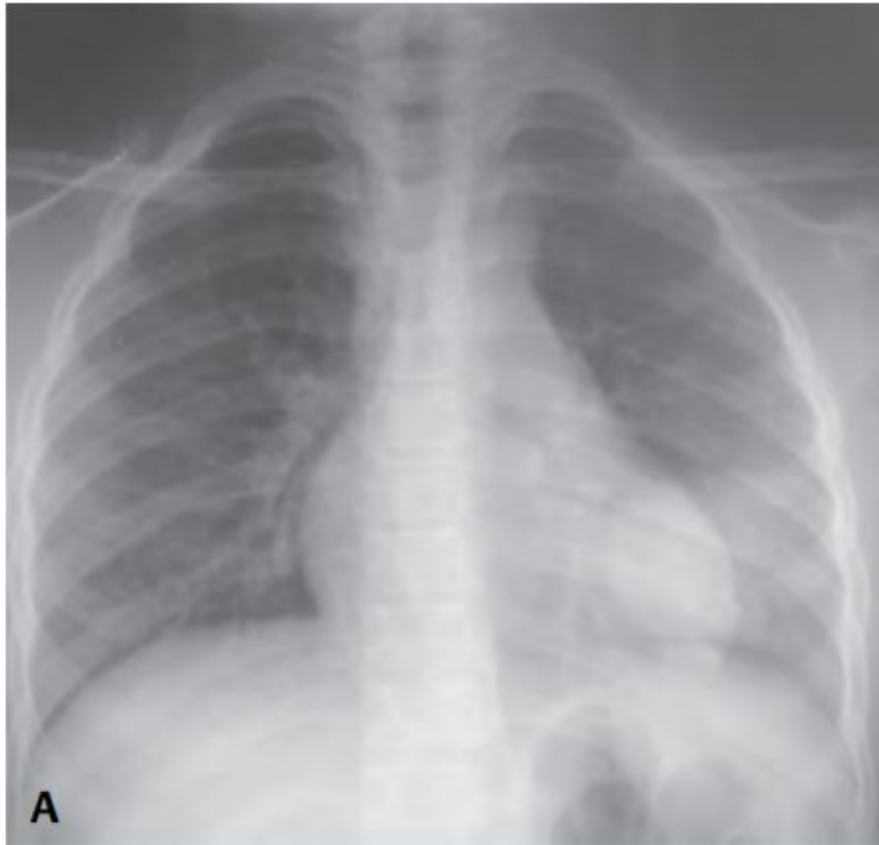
(A) PA and (B) lateral chest radiographs of a 5-year-old with round (pneumococcal) pneumonia reveals a homogeneous, ovoid opacity that partially silhouettes the left heart border and the T8–T10 vertebrae (*positive spine sign*). Subtle air bronchograms are present, but there is no volume loss.
